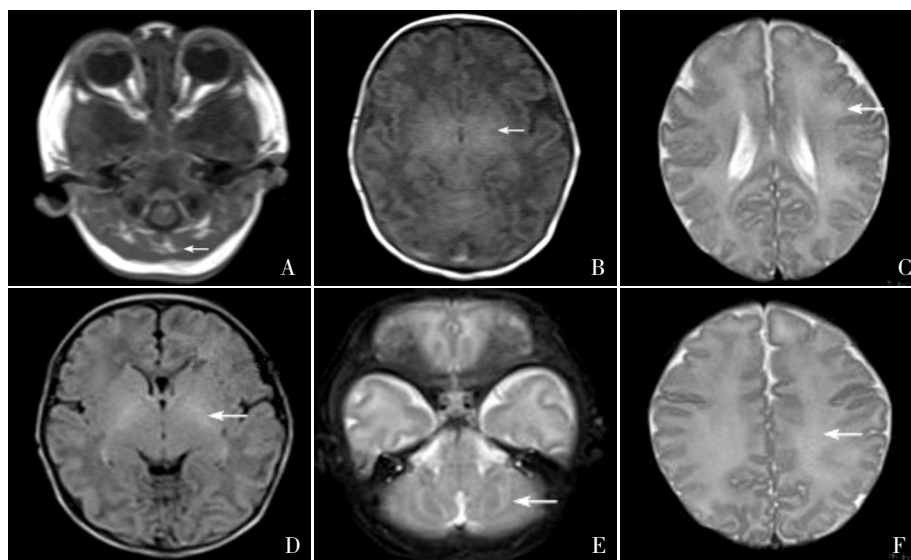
双胞胎患儿头部 MRI 图 1A~C: 双胞胎之大第 9 天头部 MRI。双侧小脑半球齿状核 (图 1A)、基底节区 (图 1B)、双侧放射冠至皮质区 (图 1C) 对称性片状等 T1、略长 T2 异常信号 (箭头所示), 边缘模糊。图 1D~F: 双胞胎之小第 10 天头部 MRI。基底节丘脑 (图 1D)、双小脑半球 (图 1E)、放射冠 (图 1F) 对称性片状长 T1 低信号、长 T2 高信号 (箭头所示)。
